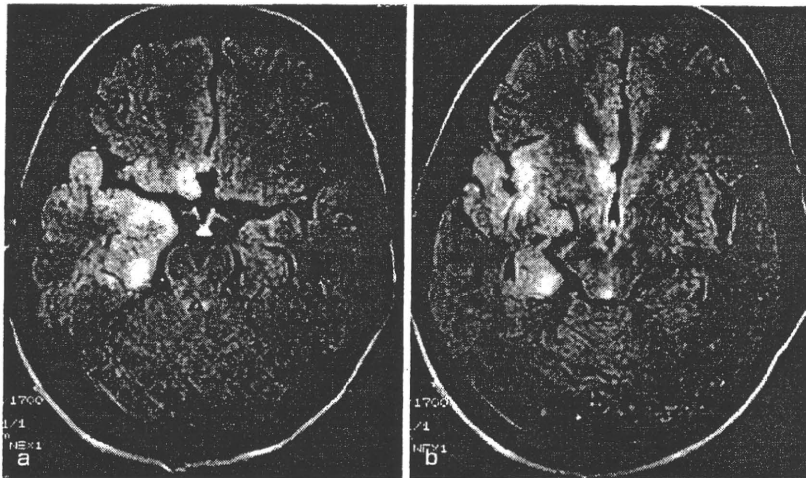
単純ヘルペス脳炎の MRI FLAIR 像
